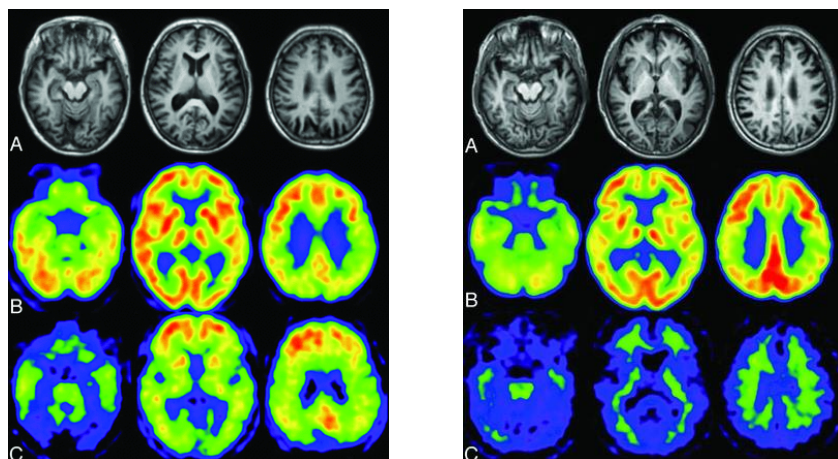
Imagen obtenida mediante tomografía por emisión de positrones. A la izquierda un cerebro con Alzheimer y a la derecha un cerebro sano [26].
